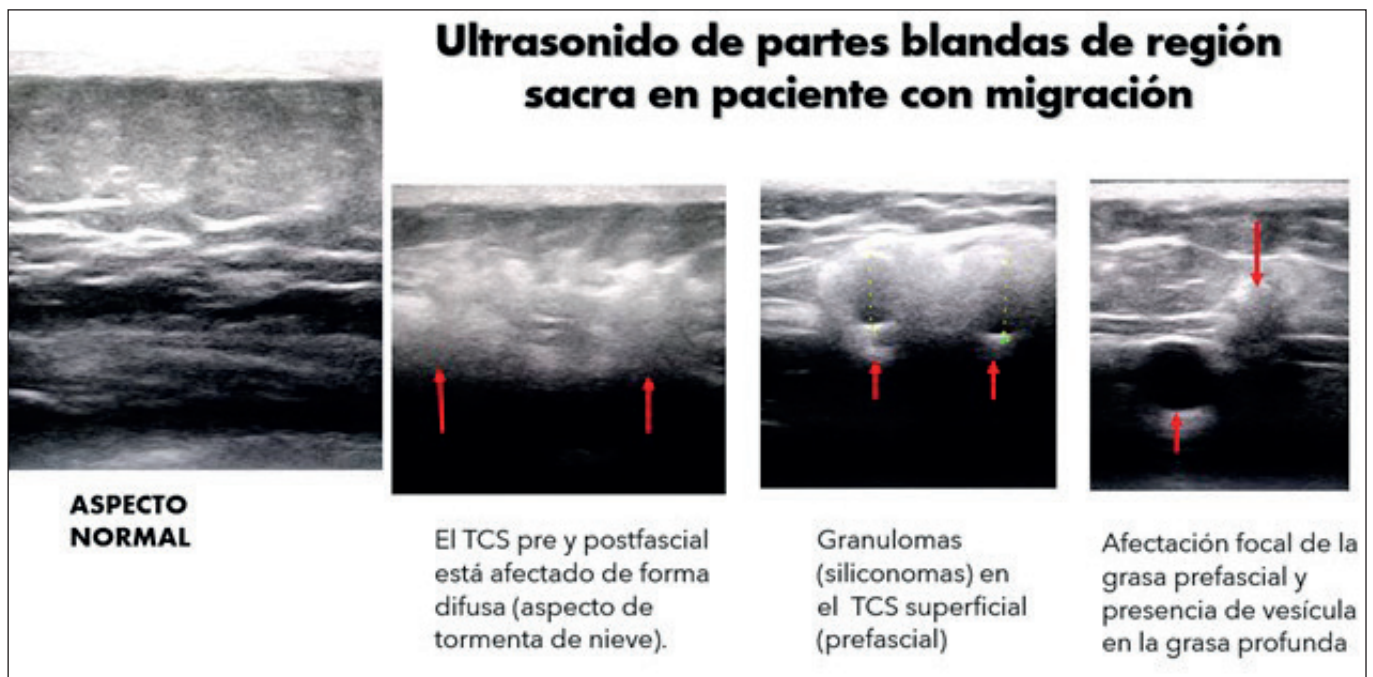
Ultrasonido de partes blandas en región sacra en paciente con migración de sustancia sintética permanente
